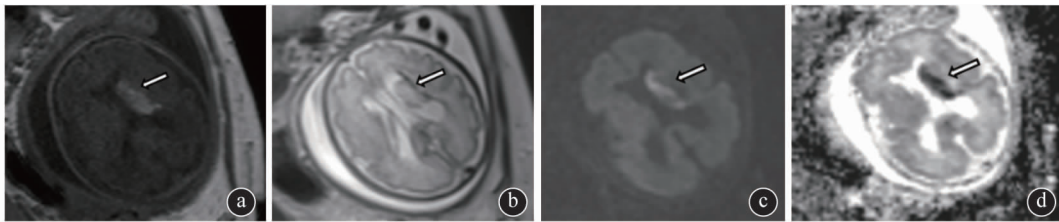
孕妇 21 岁,孕 30⁺周, FICH 2 级, MRI 示:胎儿左侧侧脑室旁及左侧侧脑室内团片状异常信号影,边界模糊, T1WI 呈高信号(a), T2WI 呈稍低信号(b), DWI 序列示病灶弥散受限(c,d)。胎儿左侧侧脑室旁出血并左侧侧脑室内出血, 双侧侧脑室正常高值
